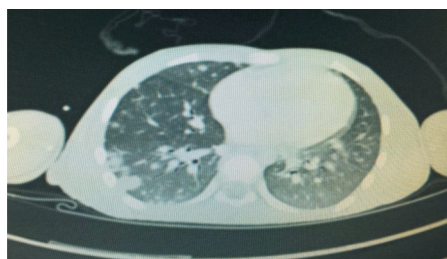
肺CT平扫增强三维成像：两肺多发斑片及结节
